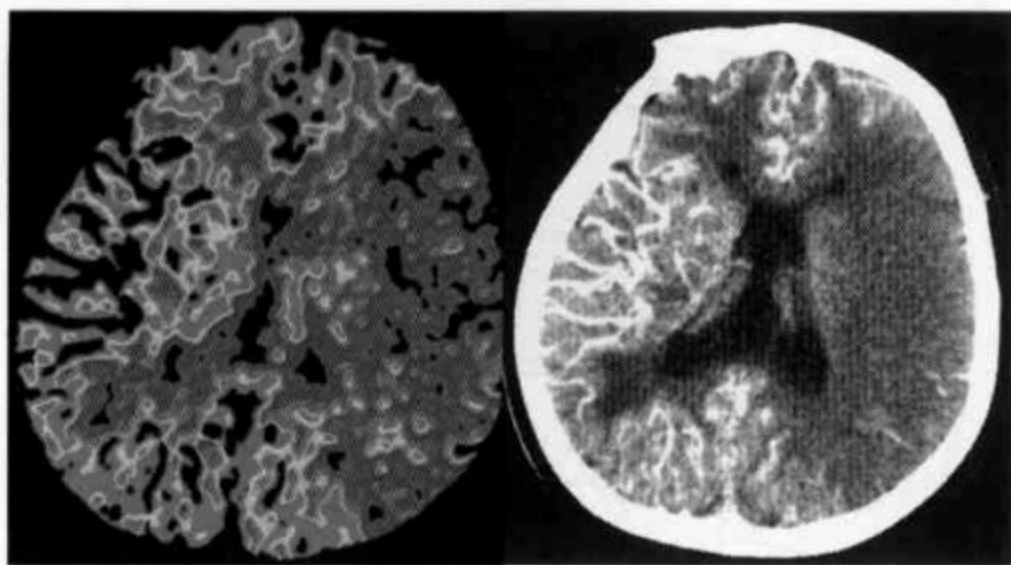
左侧为 CBV 参数图,见左侧 MCA 分布区低 CBV 灌注区;右侧为 CTA 原始图像,见相同区域低密度改变,提示不可逆损害
